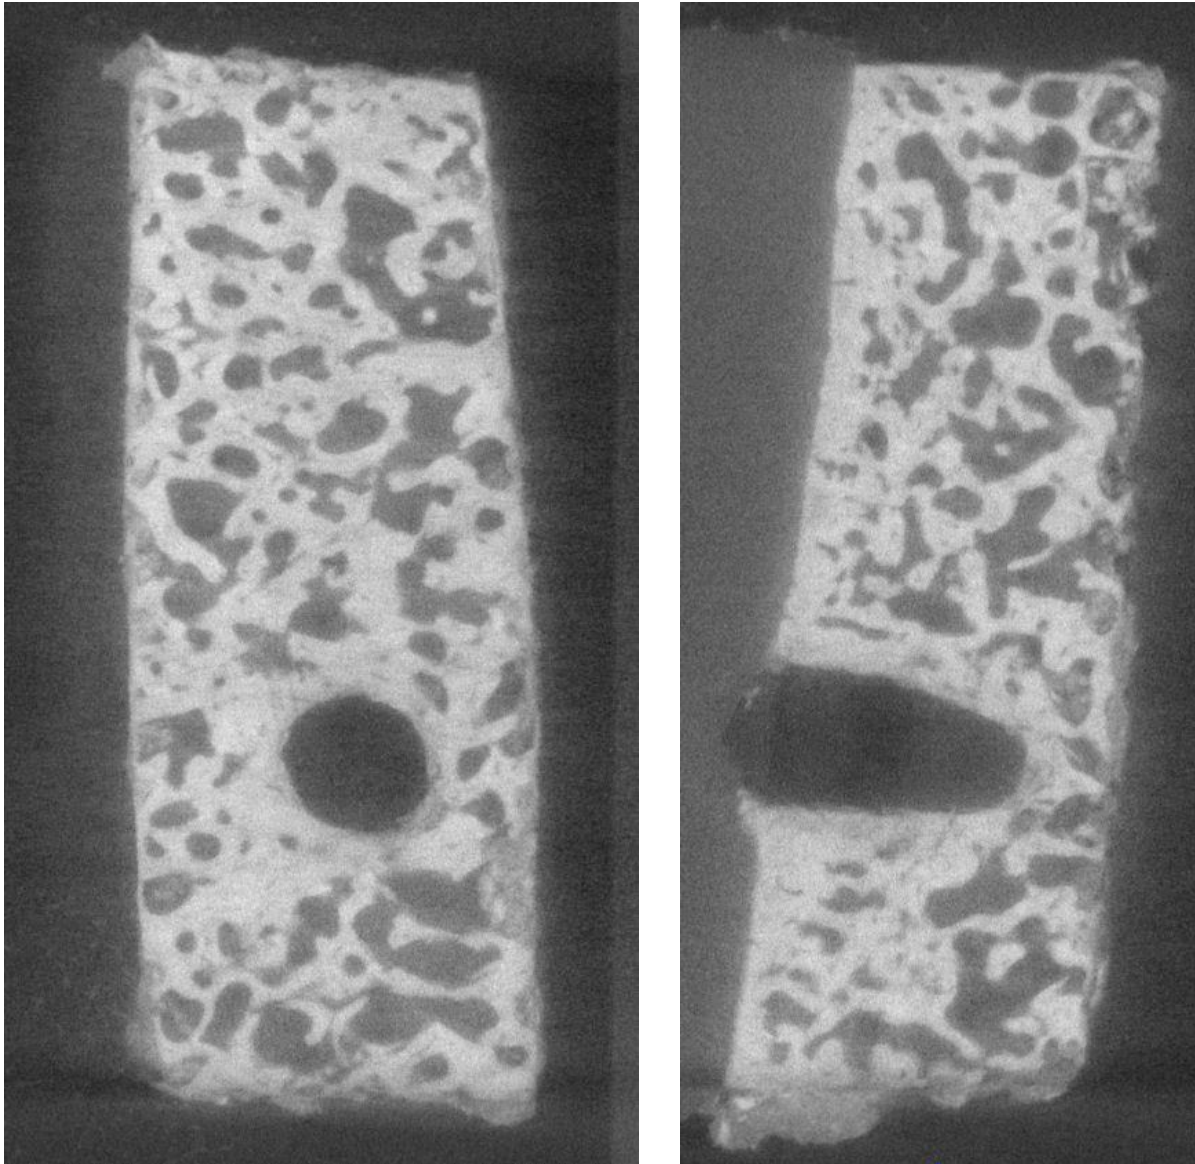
μ CT-Aufnahme von zwei Seiten des aus dem defekten Bereich von Probe 398 ausgeschnittenen Probenkörpers
